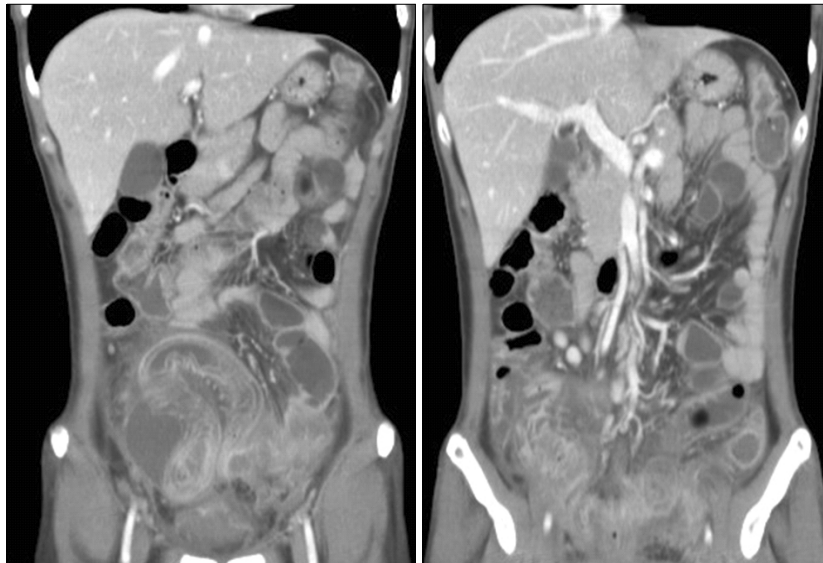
Abdominal CT. The terminal ileum shows diffuse wall thickening. It reveals the lower abdominal peritonitis and extraluminal fluid collection around the terminal ileum.
